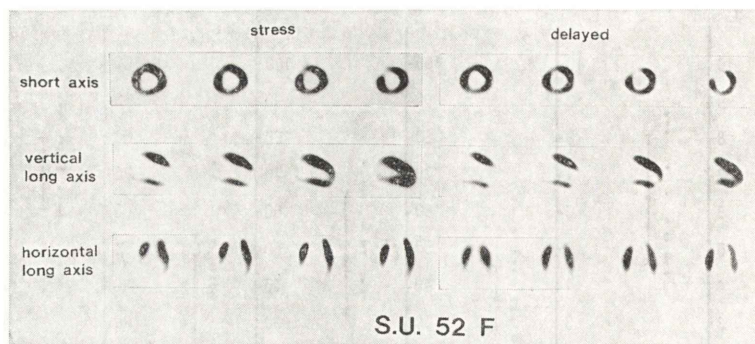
Representative case of exercise  $^{201}\text{Tl}$  myocardial scintigraphy shows anterior defects.
